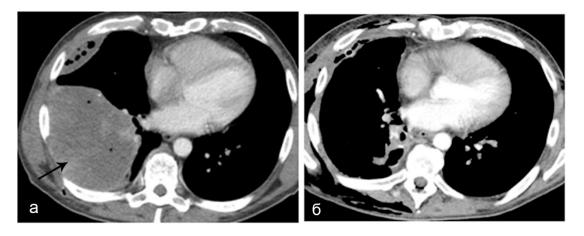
КТ грудной клетки с болюсным КУ (артериальная фаза): а - опухоль нижней доли правого лёгкого с распадом и абсцедированием, эмпиема плевры; б - состояние после нижнедолевой лобэктомии, дренирования правой плевральной полости
